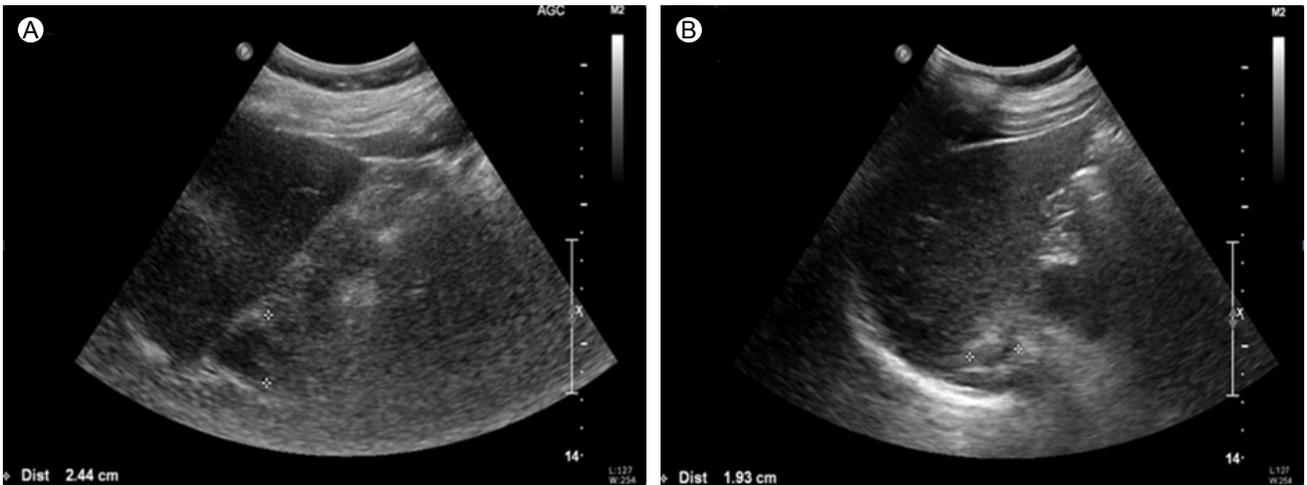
Follow-up abdominal ultrasonography 40 (A) and 79 (B) days after admission shows gradual reduction in the size of the hematoma of the right adrenal gland.
